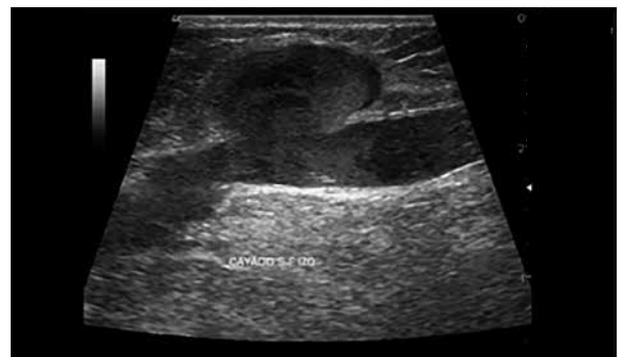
Ecografía dúplex de miembros inferiores. Formación sacular en el arco de la vena safena, además del curso de la vena.
